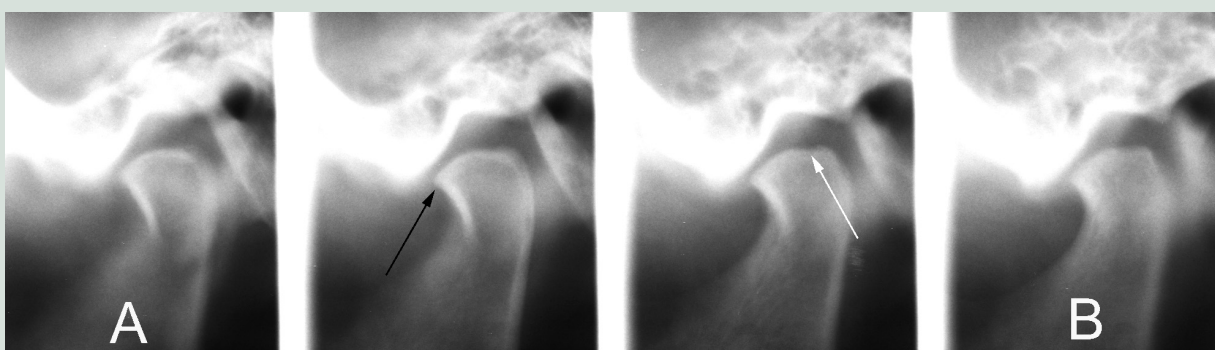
Lateral tomografisk røntgenoptagelse af venstre kæbeled. A: Mest mediale snit. B: Mest laterale snit. Kondyllen er afladiget med en anterior osteofytdannelse (sort pil) og en erosiv forandring i overfladen (hvid pil). Knoglen i fossa mandibularis og tu-berculum articulare er sklerotisk. Forandringerne er udtryk for osteoarthritis. Som tillæggsfund ses kraftig pneumatisering (foran fossa mandibularis) af temporalknoglen.
